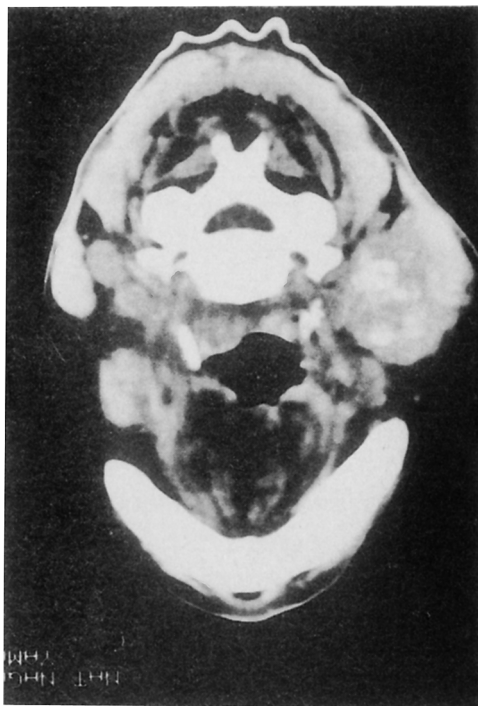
頸部CT像。右頸部リンパ節腫大像と左中咽頭後壁の腫脹を認める。
